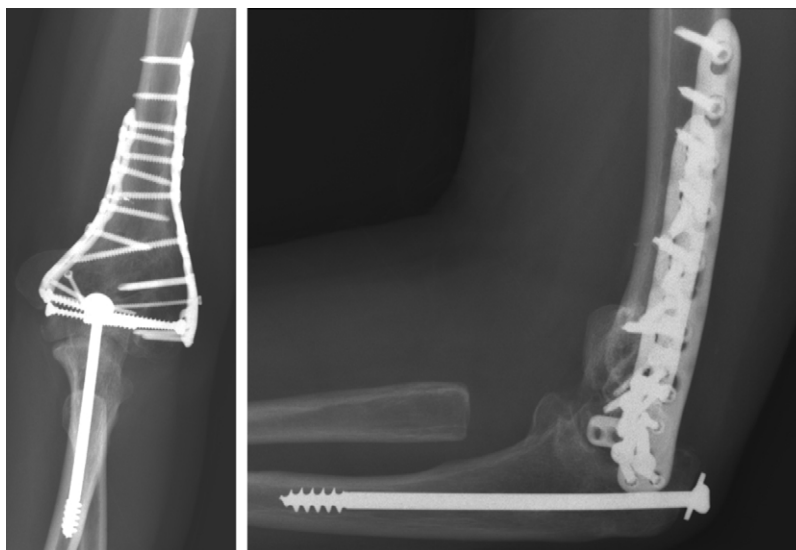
A la izquierda radiografía anteroposterior y a la derecha radiografía lateral a los 2 años de evolución.
